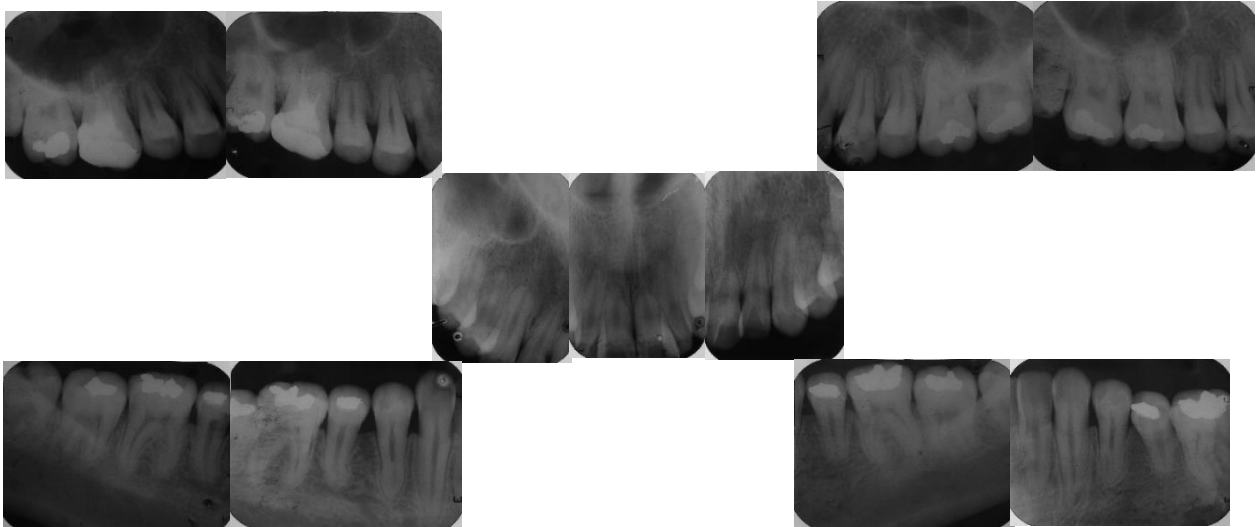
Radiografías periapicales, relación raíz- corona 1:1. (Excepto los caninos)
